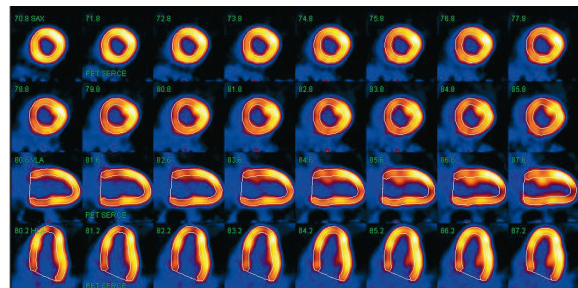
^{18}F FDG PET/CT — fuzja obrazów serca. Jednorodne gromadzenie ^{18}F FDG w mięśniu sercowym. W badaniu CT widoczne zwapnienia w tętnicach wieńcowych i stent w prawej tętnicy wieńcowej
